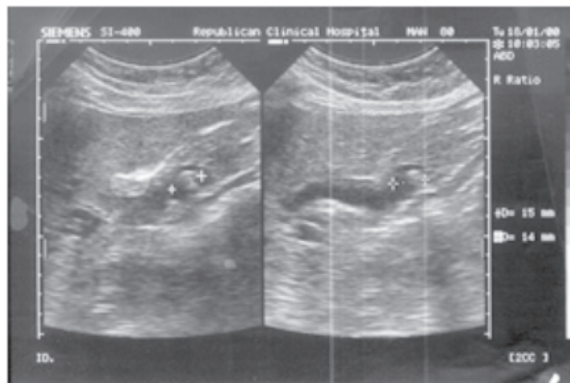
USG Dilatația coledocului, coledocolitiază (caz clinic propriu).
